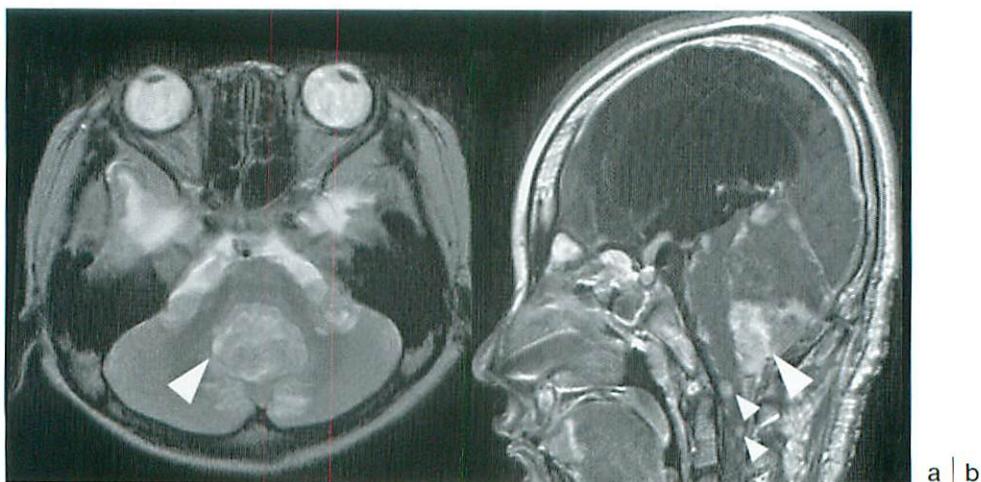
Brain MRI image on admission (at 8 years)
